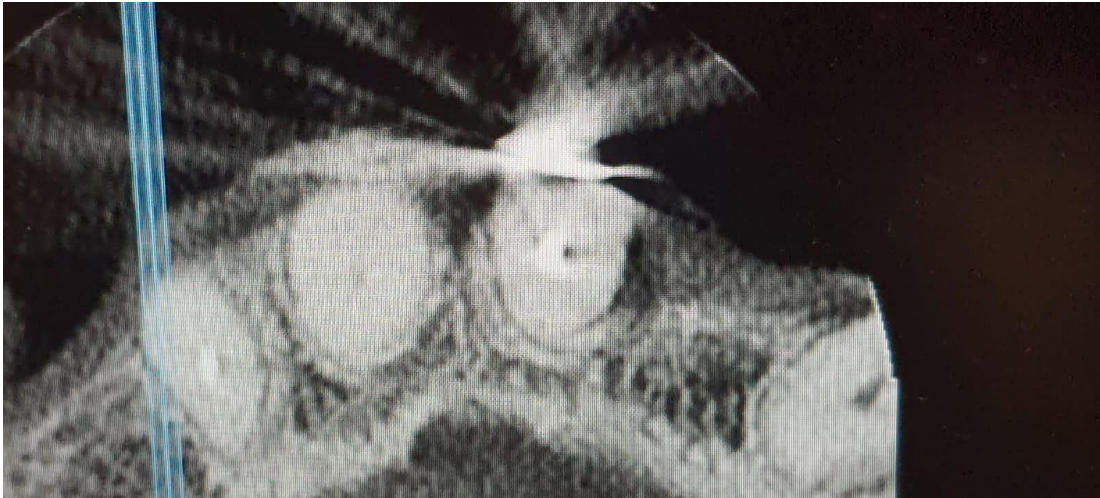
Corte coronal de tomografía en zona de dientes anteriores superiores. Fuente propia.
